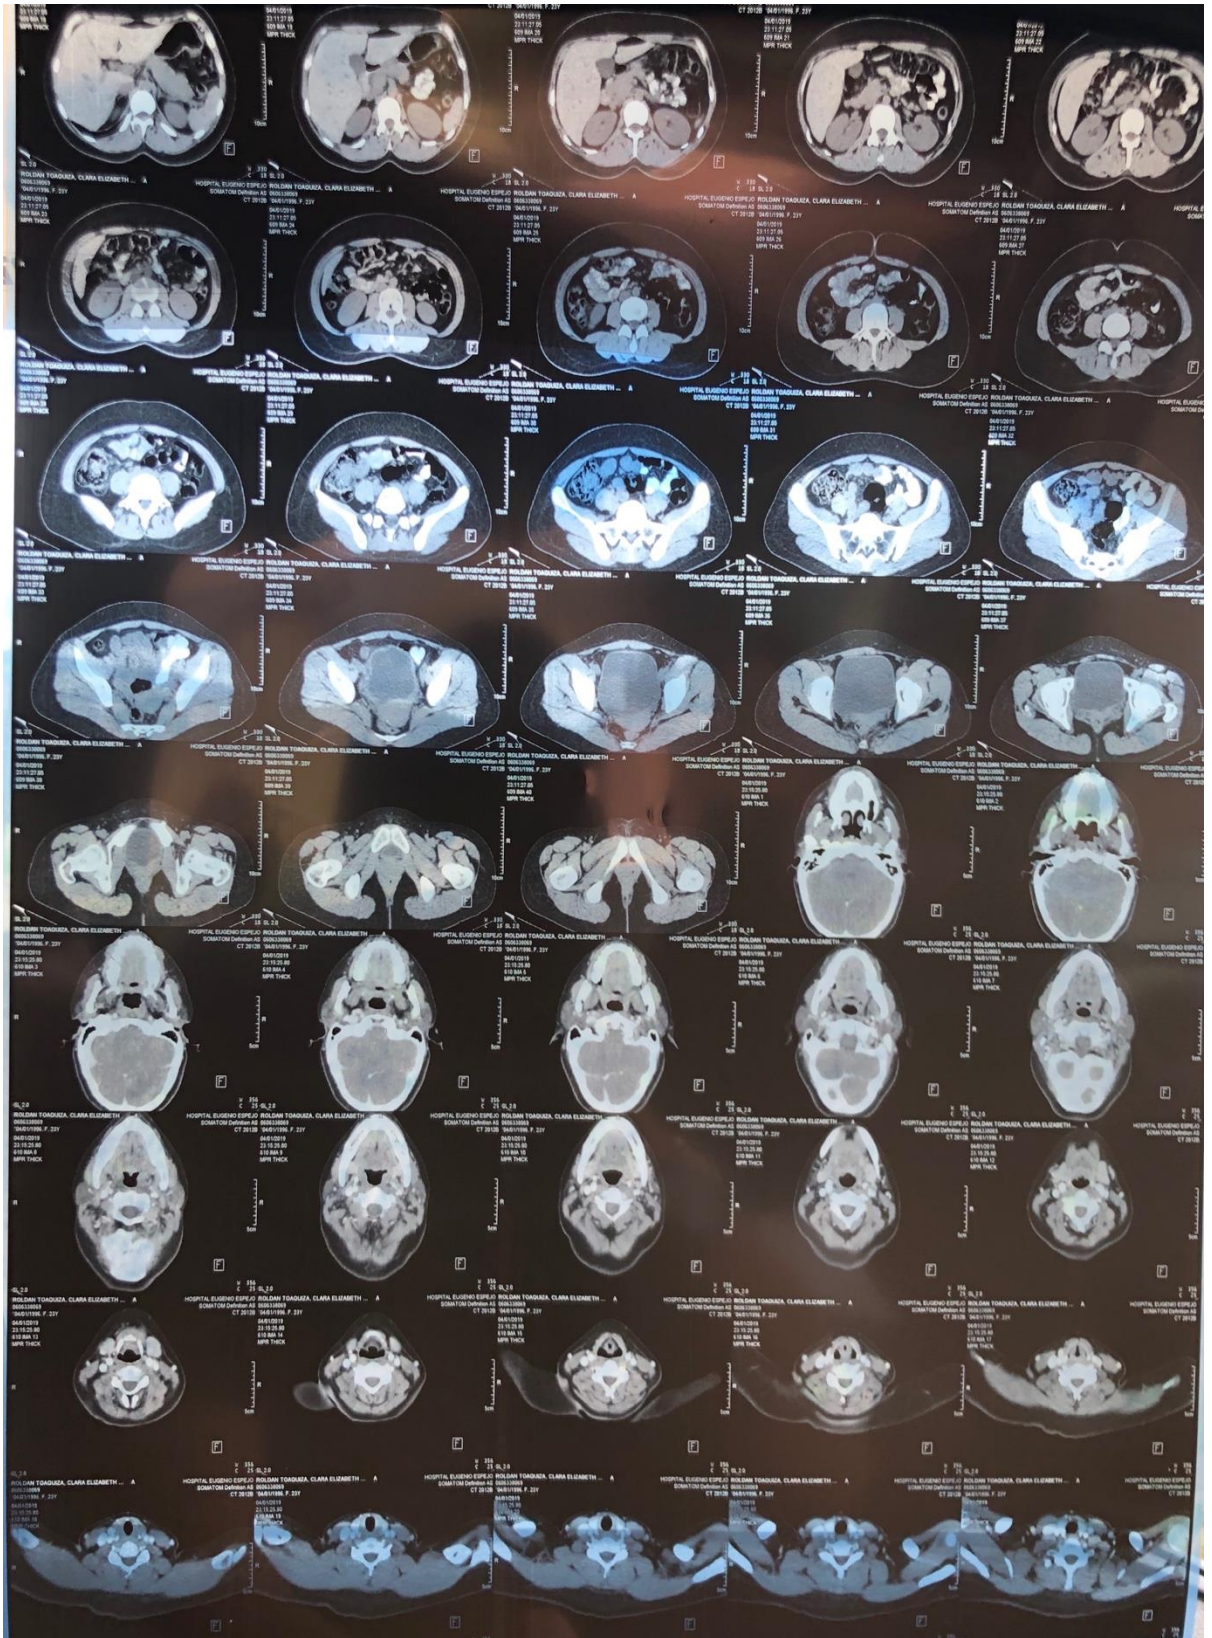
TAC contrastada de cintura escapular, abdomen y pelvis.
